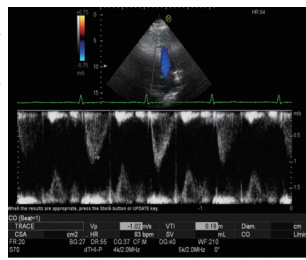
超声测量病例组妊娠早中期主动脉瓣收缩期流速积分
